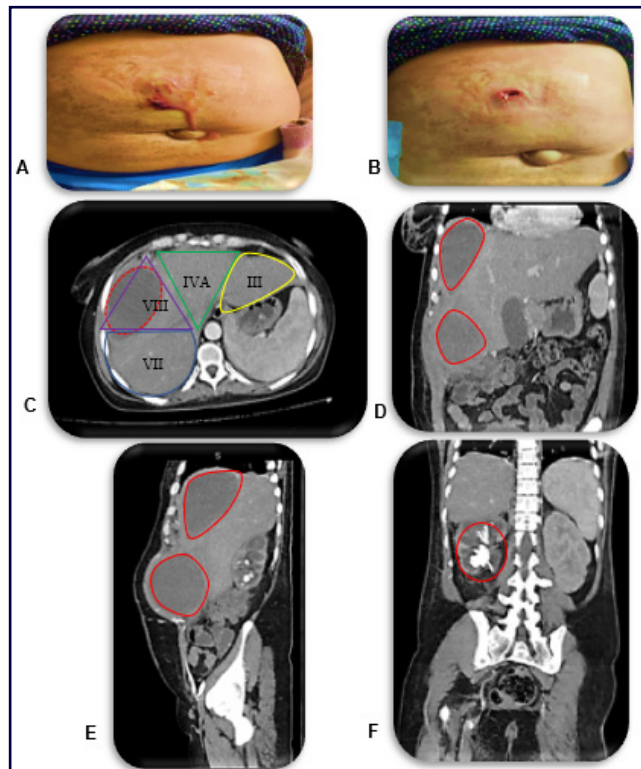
Examen físico de pared abdominal. A. Salida de exudado purulento a través de pared abdominal. B. Se evidencia pérdida de solución de continuidad de 2 cm en epigastrio. C. Corte axial de tomografía de abdomen y pelvis contrastada, donde se observa (Linea roja) absceso hepático en segmento hepático VIII con medidas de 10 x 5,9 x 8 cm con un volumen promedio de 250cc y su relación con la segmentación hepática, representada por líneas de colores: Azul (VII), Morado (VIII), Verde (IV A), Amarillo (III). D. Corte Coronal de tomografía de abdomen y pelvis contrastada, donde se observa (Lineas rojas) abscesos (Superior, hepático) e (Inferior, pared abdominal anterior). E. Corte Sagital de tomografía de abdomen y pelvis contrastada, donde se observa (Lineas rojas) abscesos (Superior, hepático) e (Inferior, pared abdominal anterior). F. Corte Coronal de tomografía de abdomen y pelvis contrastada, donde se observa (Linea roja) riñón derecho con litiasis coraliforme.
